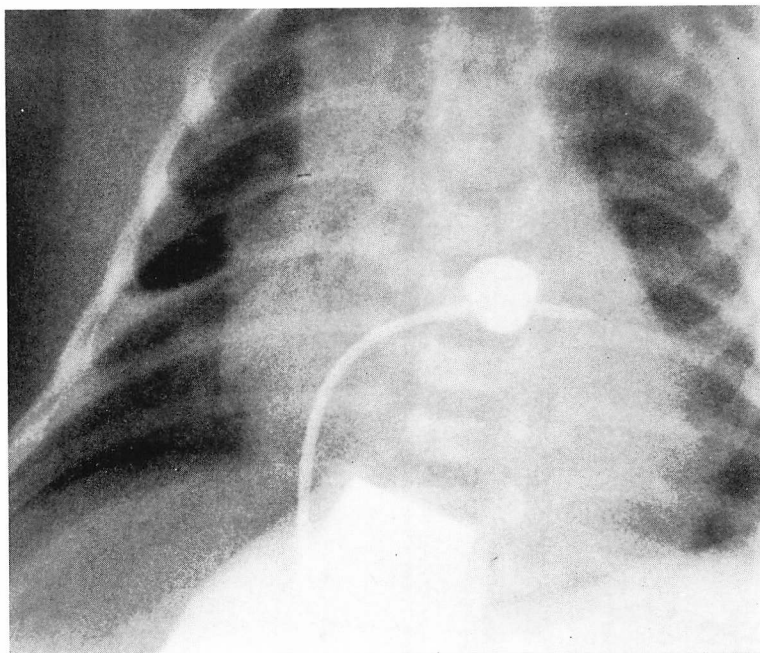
Chest roentgenogram during procedures.
